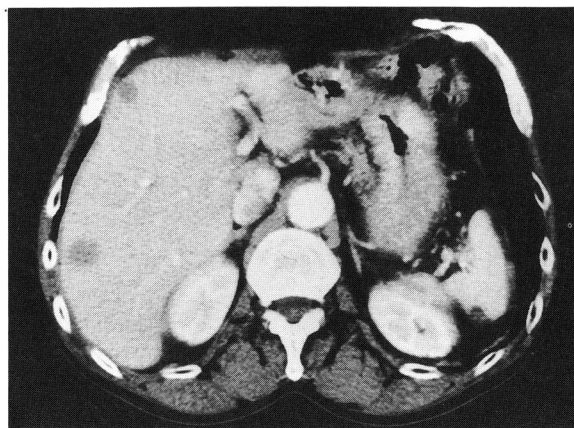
Abdominal CT shows multiple liver tumors 2 months after the operation.
